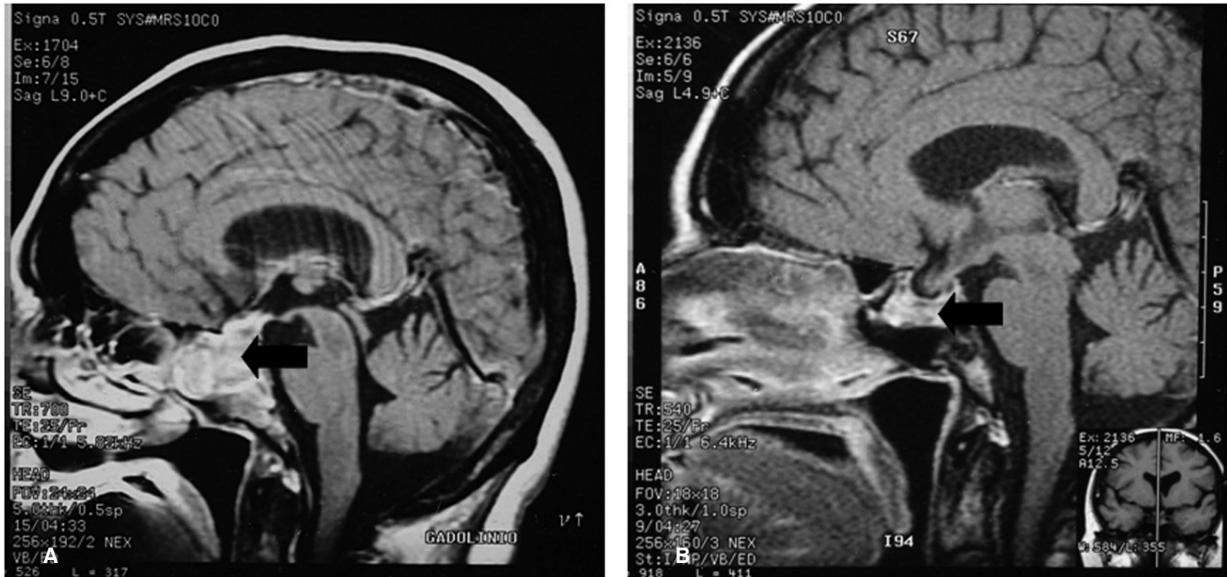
A: RMN, corte sagital al diagnóstico mostrando lesión heterogénea con extensión al seno esfenoidal, supraselar y compresión quiasmática. La flecha negra señala la lesión; B: luego de tratamiento corticoide: nótese la regresión significativa de la masa. La flecha negra indica la lesión.
